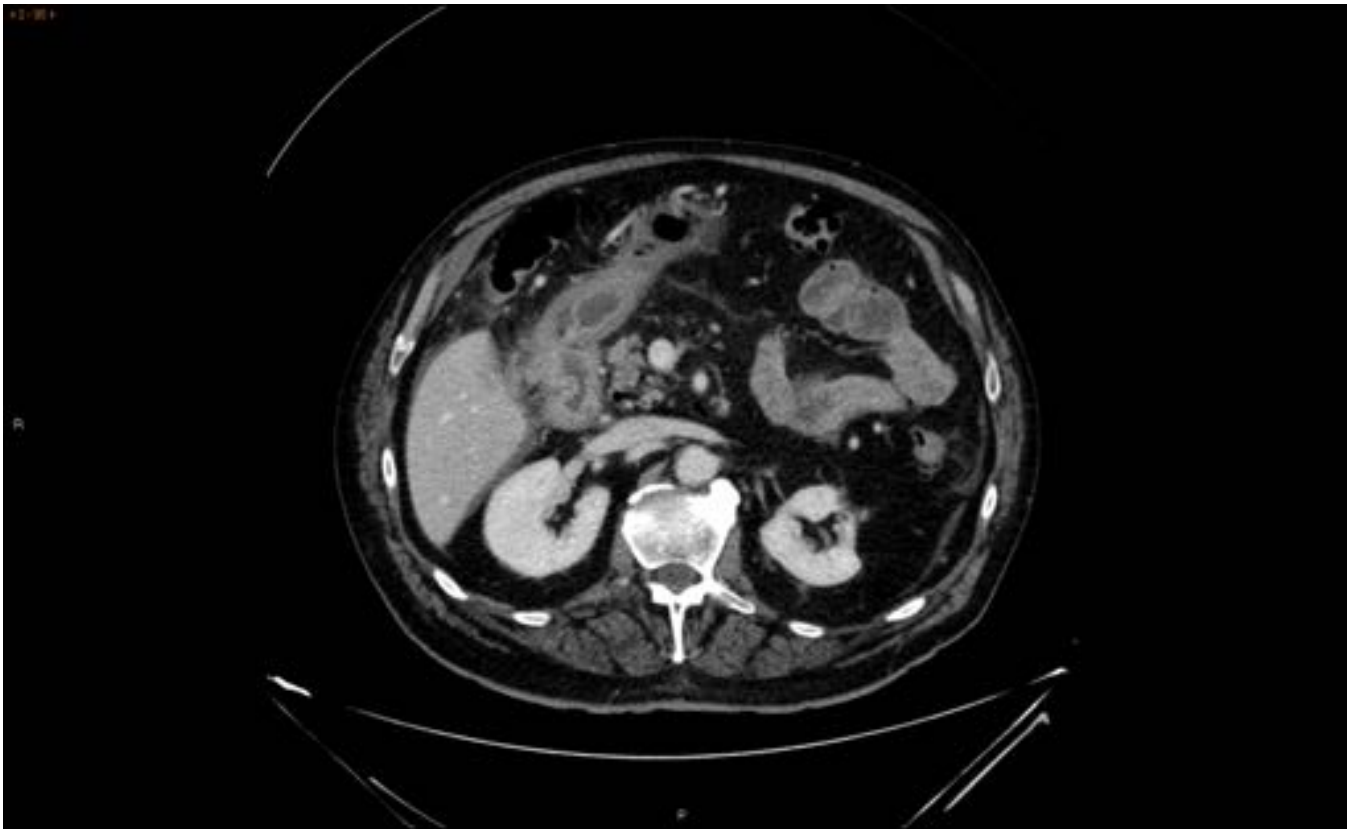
Mismo paciente de la figura 11. En el estudio de TC con contraste intravenoso (sin contraste oral por ser estudio de Urgencias) se observa aerobilia y cambios inflamatorios en la vecindad del duodeno, hallazgos compatibles con fistula colecistoentérica.
